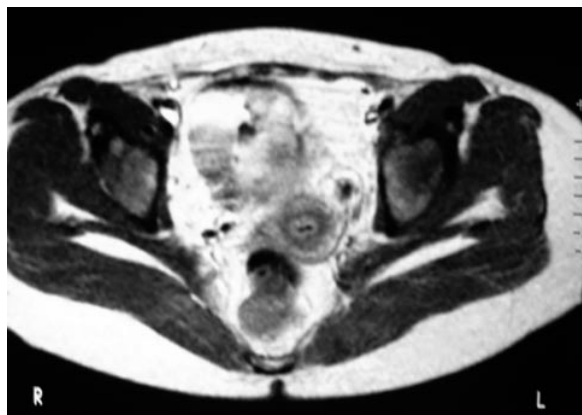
RM donde se aprecia ausencia de infiltración de la grasa perivesical tras quimioterapia neoadyuvante.
